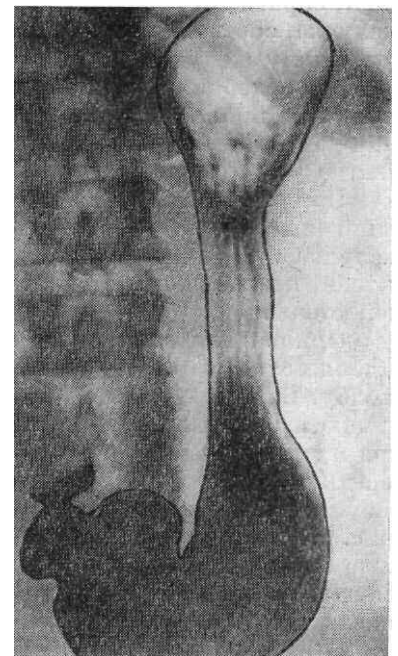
Рентгенограмма желудка в прямой передней проекции. Желудок удлиненной формы, расположен вертикально.
